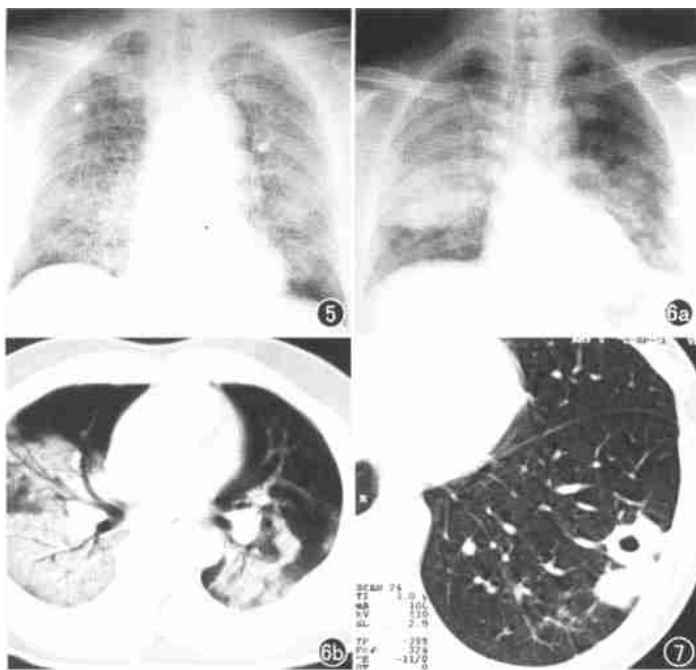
单纯间质型 SARS。双肺纹理增多、紊乱伴弥漫分布的点状病灶。图 6 重症 SARS。a) 起病即见两肺大范围实变; b) CT 示实变区内支气管气相。图 7 空洞性病变。肺窗示左下肺不规则哑铃状实变灶, 约 $4\text{cm} \times 3\text{cm}$, 内见 $1\text{cm} \times 1\text{cm}$ 内壁光整的厚壁空洞。
